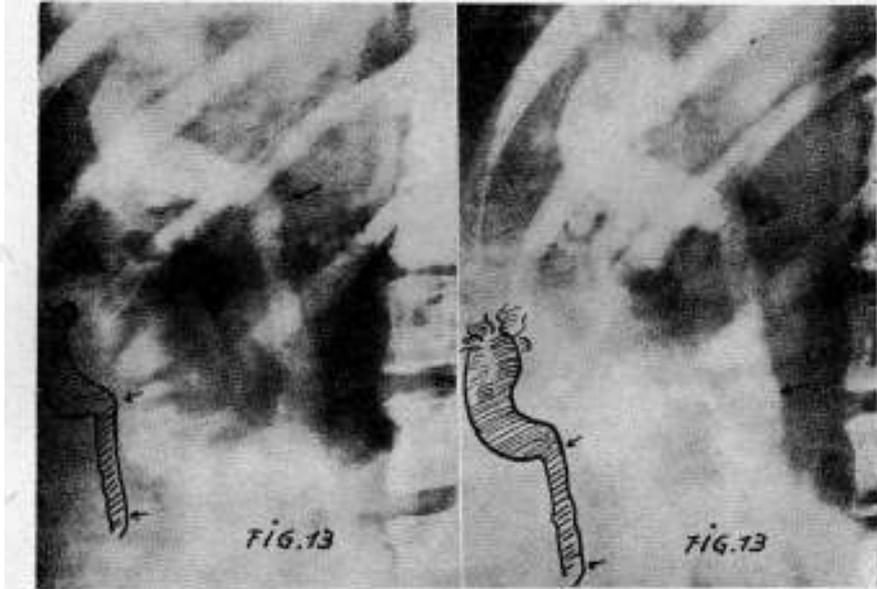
Un caso de pancreatitis, coledocitis y pericoledocitis comprobadas operatoriamente. En las radiografías se observa la porción inferior del colédoco estrecha con relación a la parte alta de la vía biliar principal, que está muy dilatada. Los bordes de aquella zona son rectos y la morfología no cambia a pesar de la gran hipertensión biliar producida por el espasmo morfínico, que se expresó clínicamente por un evidente cólico hepático durante el examen.
